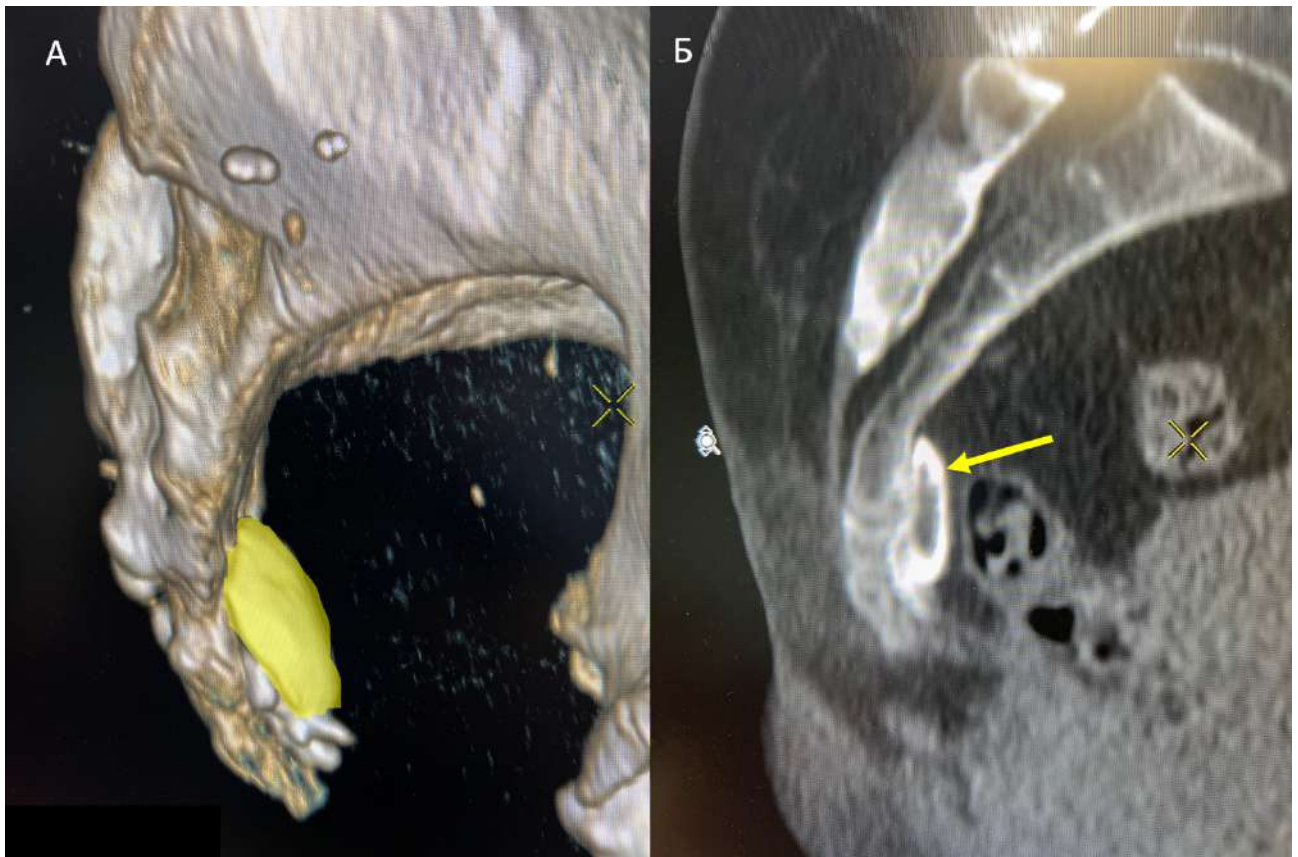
Блокада НВ під КТ-контролем. А – НВ виділений жовтим кольором. Б – стрілкою вказаний НВ, в який введений контраст, суміш кортикостероїду та місцевого анестетику.
